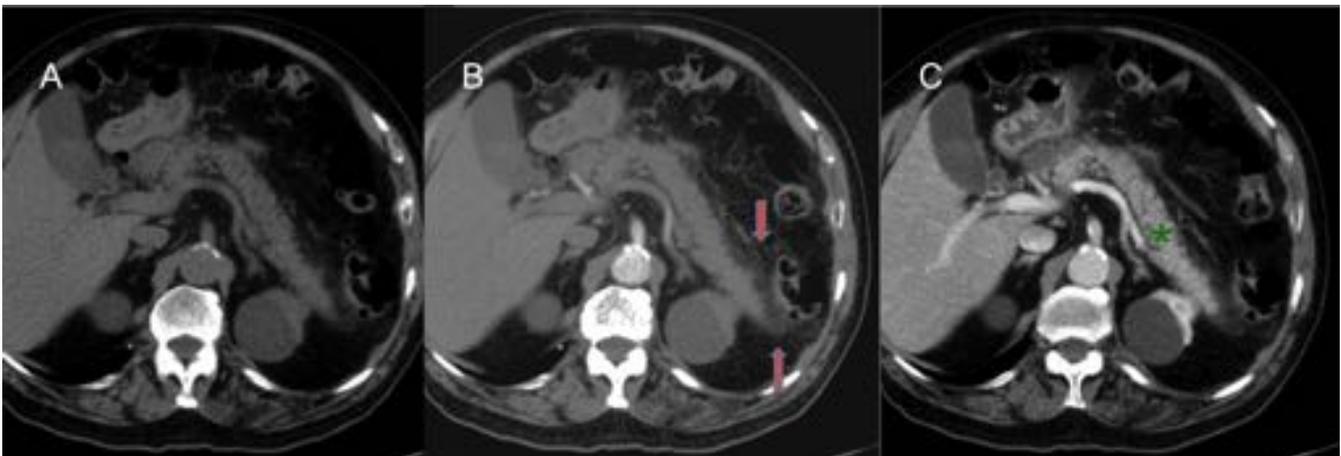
Pancreatitis aguda edematosa. Cortes axiales de TC abdominal. Imagen A: Sin CIV. Imagen B: Fase arterial. Imagen C: Fase venosa. Muestran páncreas aumentado de tamaño con disminución homogénea de la captación parenquimatosa de CIV (estrella verde) con estriación y aumento de densidad de la grasa regional (flechas rojas).
